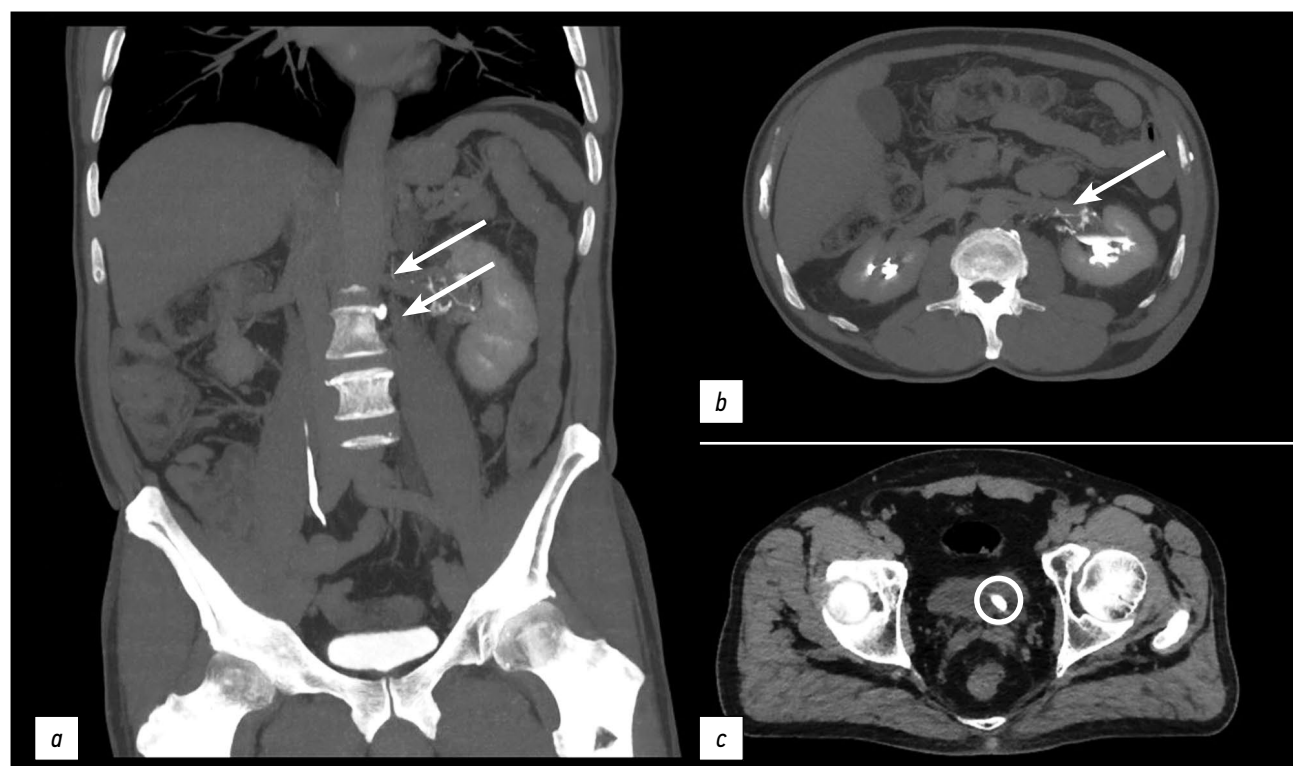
Компьютерная томография органов брюшной полости с внутривенным контрастным усилением, выделительная фаза: *a, b* — оранжевыми стрелками показано распространение контрастного препарата по ходу лимфатических сосудов; *c* — в зелёном круге прослеживается конкремент устья левого мочеточника.
